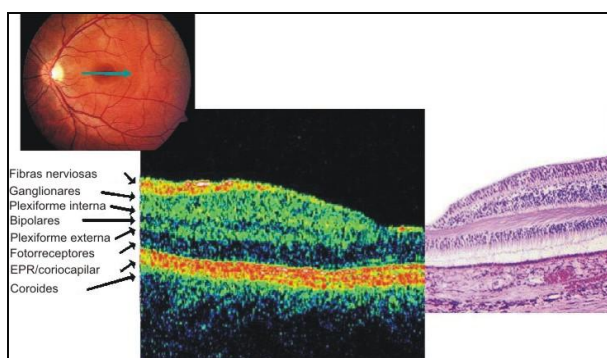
Tomografía de la región macular.
